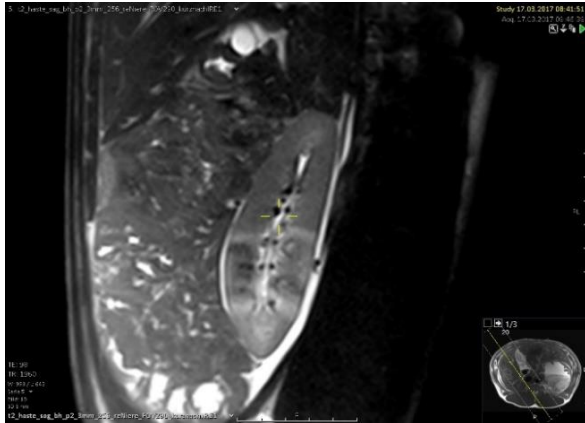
Versuch Nr. 5, Niere rechts. Oben links T2w sagittal, oben rechts T1w_KM arterielle Phase, unten links T1w_KM venöse Phase, unten rechts DWI
